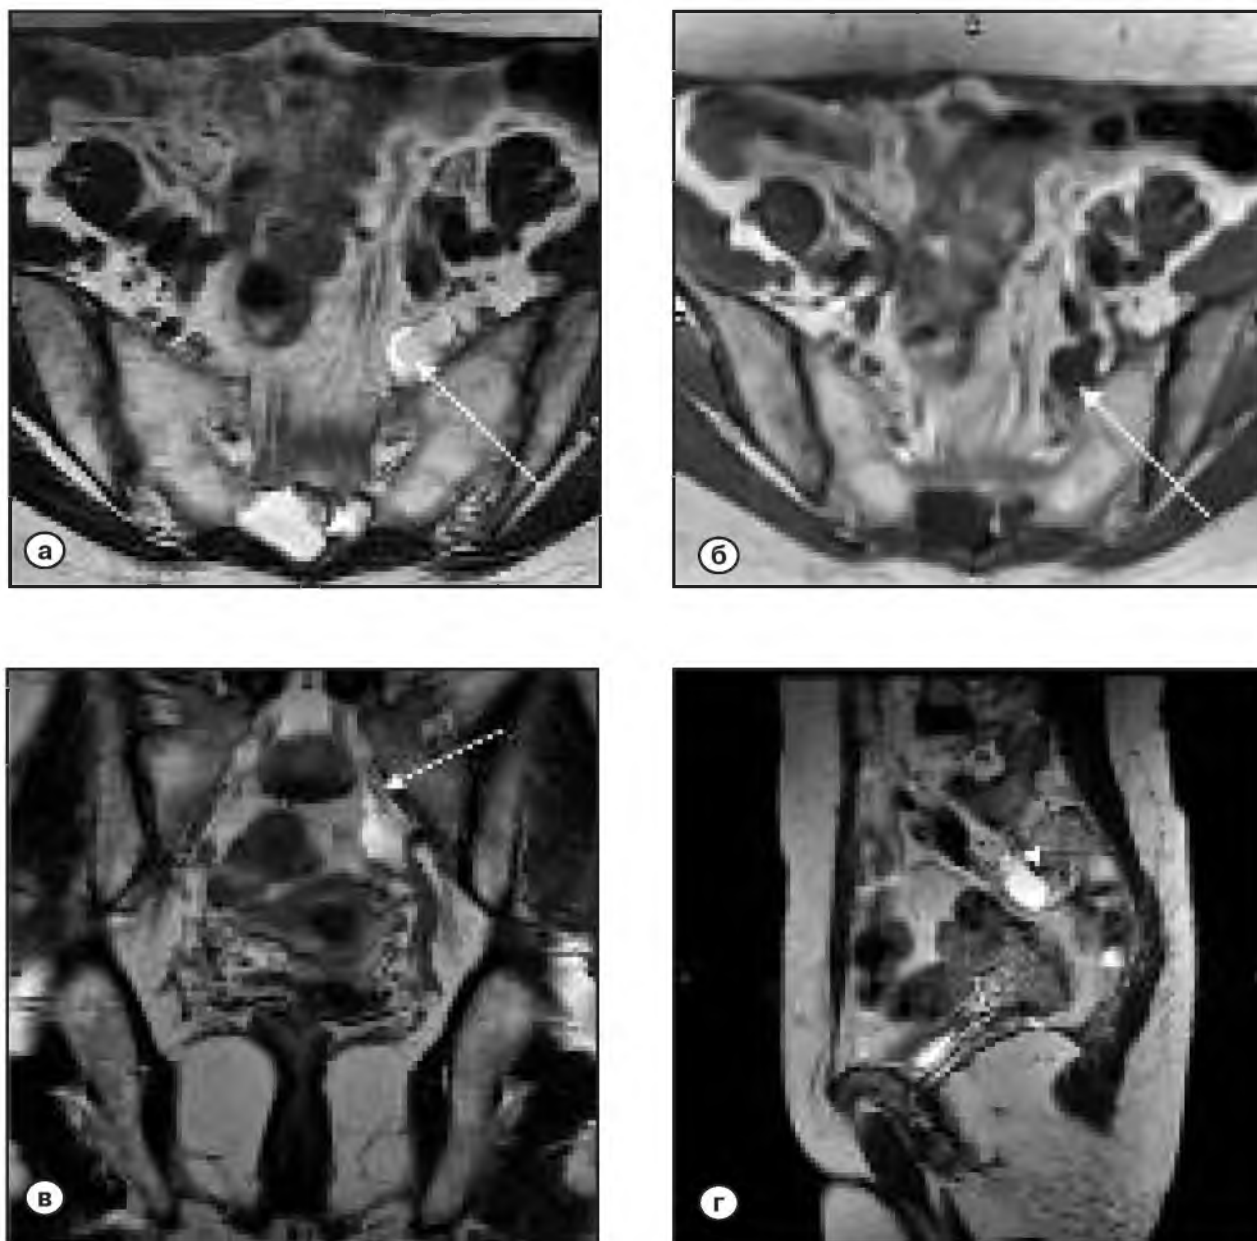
Женщина 62 лет. Состояние после комбинированного лечения цистаденомы яичников около 3 лет назад. При контрольном УЗИ диагностирован рецидив цистаденокарциномы. Проведено МРТ органов малого таза. В аксиальной плоскости на T1-ВИ (а) и T2-ВИ (б) определяются неправильной округлой формы объемные образования с четкими ровными контурами, по характеристикам МРТ соответствующие жидкостным структурам. В коронарной и саггитальной плоскостях на T2-ВИ четко прослеживается связь визуализируемых структур с ходом спинномозговых нервов. Магнитно-резонансная картина соответствует периневральным кистам. Данных, говорящих о рецидиве цистаденокарциномы, не выявлено
